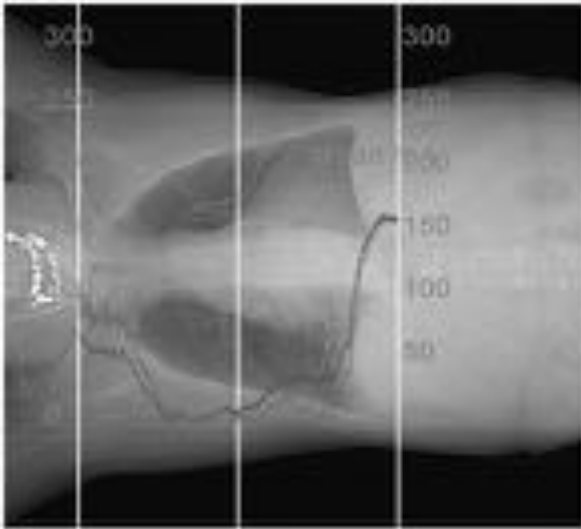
Ajuste automático del miliamperaje, basado en las distintas densidades radiológicas de los tejidos, en la radiografía de planificación.
